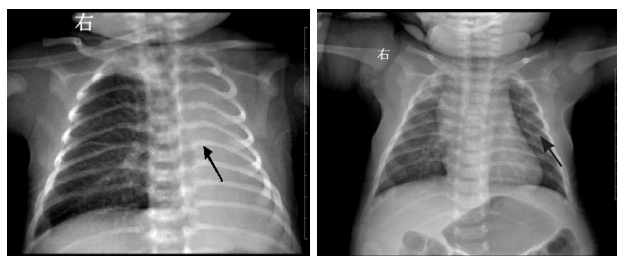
胸部X片检查 A: 患儿宫内窘迫、羊水污染,出生后气促1d入院,X线胸片提示肺不张(箭头所示);B: 经纤支镜下4次灌洗治疗,X线胸片显示肺复张(箭头所示)。
